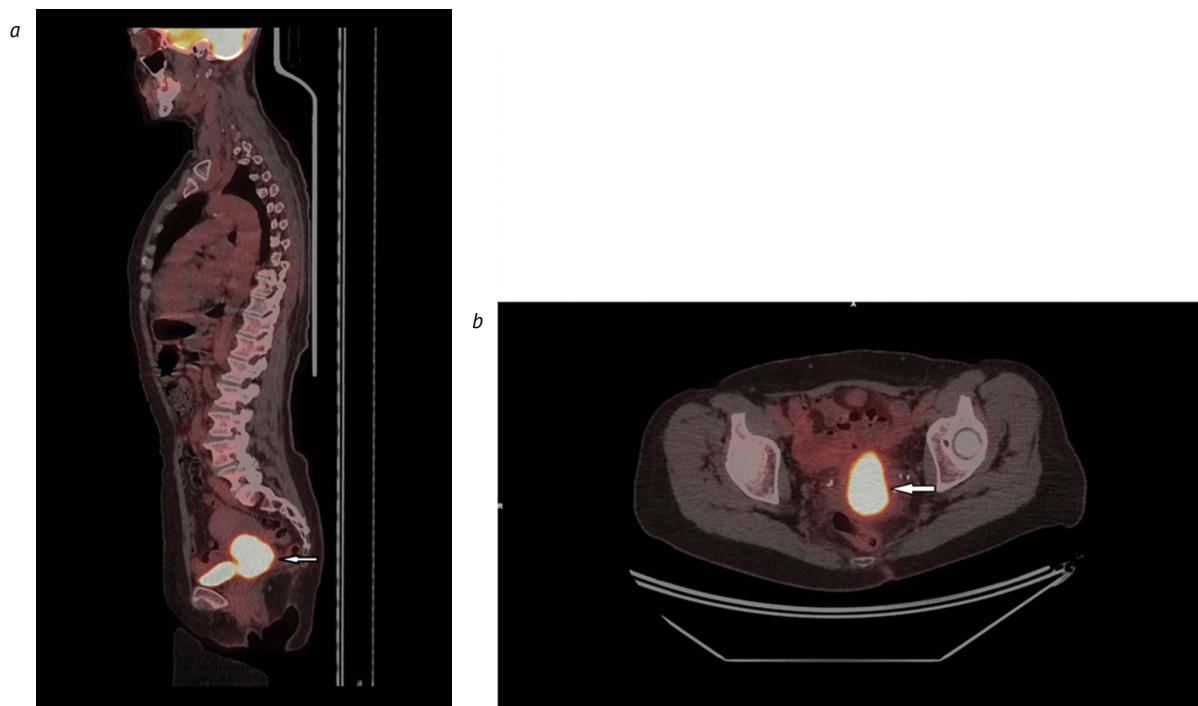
Пациентка Е., 61 год, диагноз: РШМ cT3bNxMx, специализированное лечение не проводилось. В шейке матки с распространением на тело матки и верхнюю треть влагалища визуализируется метаболически активное образование (белые стрелки), с SUV_{max} 11,0 (MTV_{41} 56,35 cm^3 , TLG_{41} 439,8). Образование частично интимно прилежит к задней стенке мочевого пузыря
